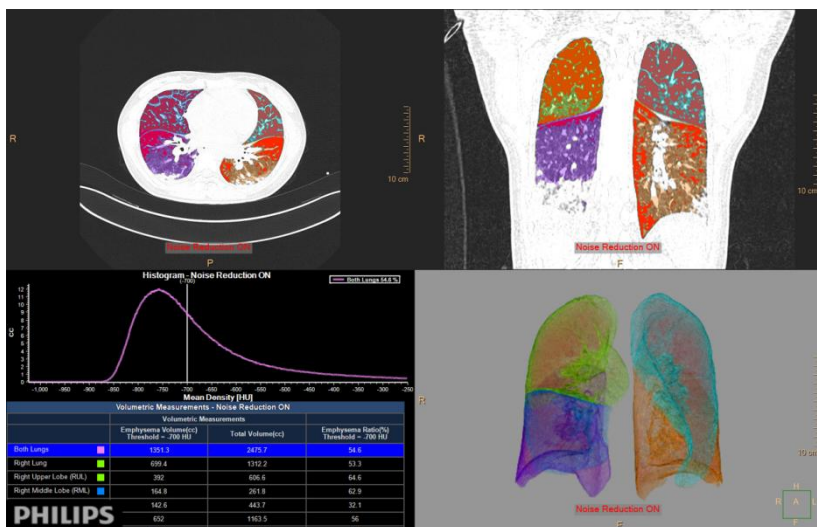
COVID-19 患者双肺下叶磨玻璃及实变影, CT 肺功能软件定量分析出病变区及正常肺组织区像素分布图以及肺容积 VR 变化图
